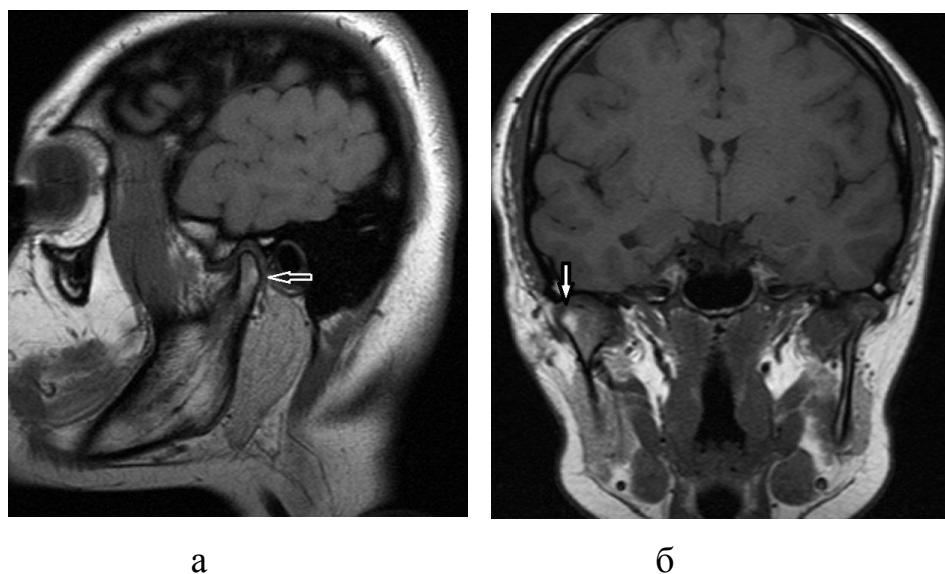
Липидное включение в суставной головке на МРТ ВНЧС: а – в кососагиттальной проекции; б – в аксиальной проекции.
